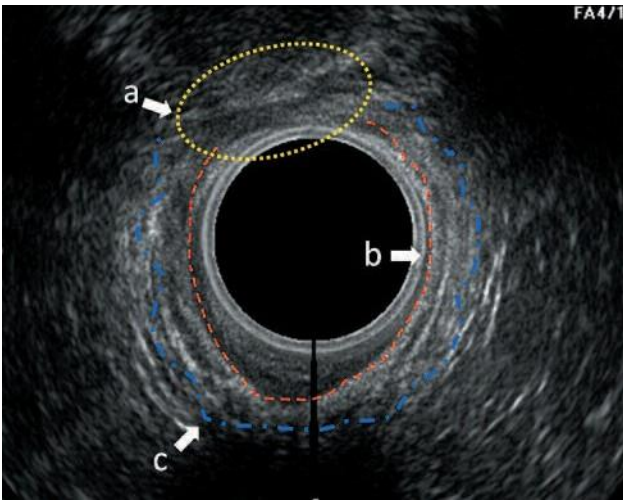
脂蛋白注射剂。Lipogems 的接种区域（肛门中段水平的内膜超声图像）。a, 肛门内外括约肌缺陷；b, 星际空间；c, 外括约肌的外围区域。
